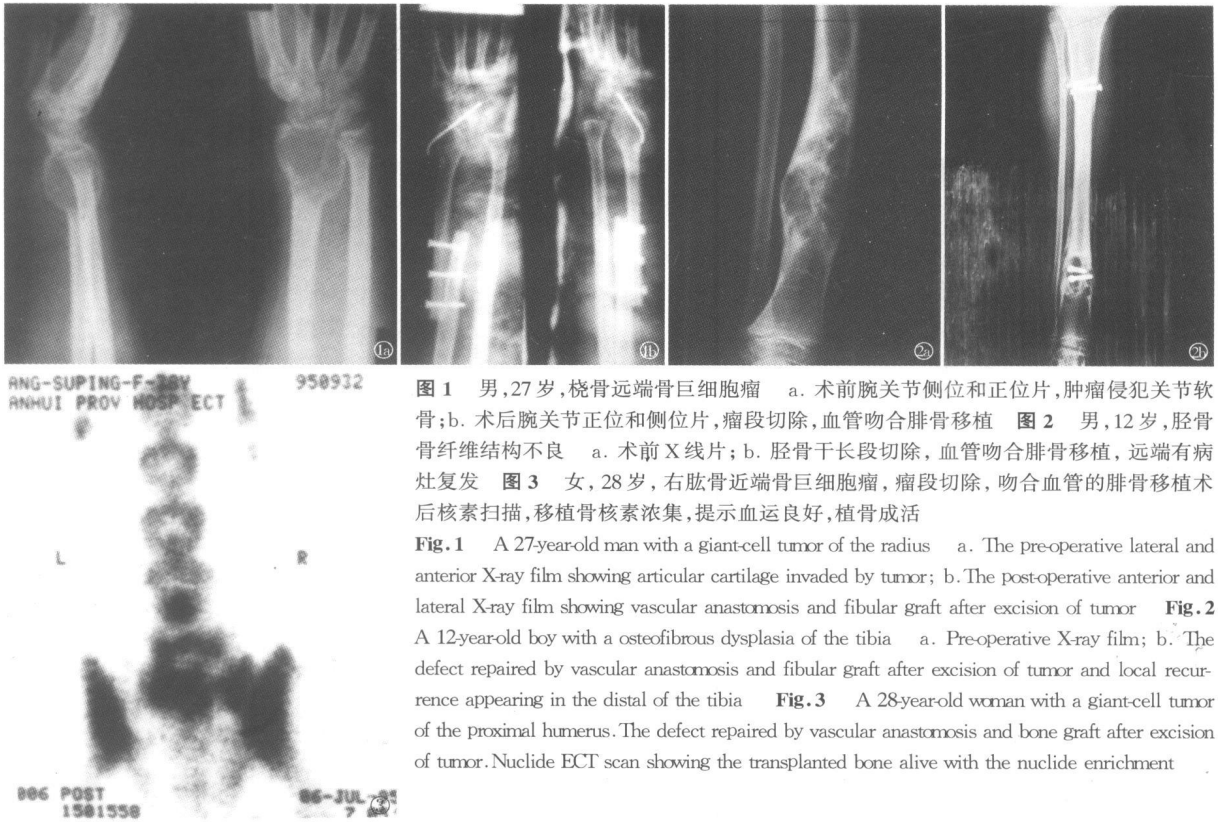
男,27岁,桡骨远端骨巨细胞瘤 a. 术前腕关节侧位和正位片,肿瘤侵犯关节软骨;b. 术后腕关节正位和侧位片,瘤段切除,血管吻合腓骨移植 图2 男,12岁,胫骨骨纤维结构不良 a. 术前X线片;b. 胫骨干长段切除,血管吻合腓骨移植,远端有病灶复发 图3 女,28岁,右肱骨近端骨巨细胞瘤,瘤段切除,吻合血管的腓骨移植术后核素扫描,移植骨核素浓集,提示血运良好,植骨成活
